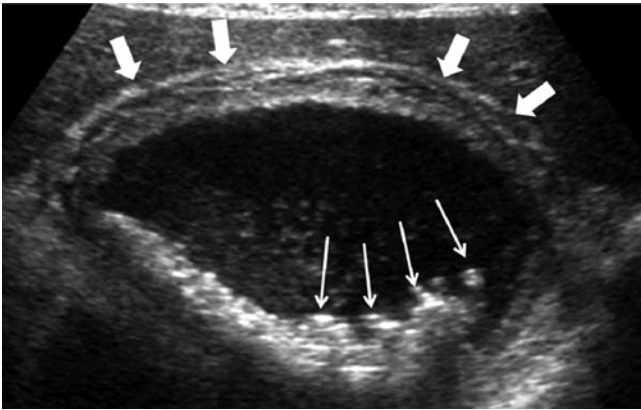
◀ Akute Cholezystitis bei Cholezystolithiasis. Sonographisch entzündliche Verdickung der Gallenblasenwand (*breite Pfeile*). Zahlreiche kleine Konkremente (*schmale Pfeile*) mit dorsalem Schallschatten
